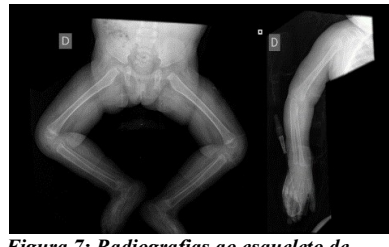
Radiografias ao esqueleto de M.N.M. com osteopénia generalizada
